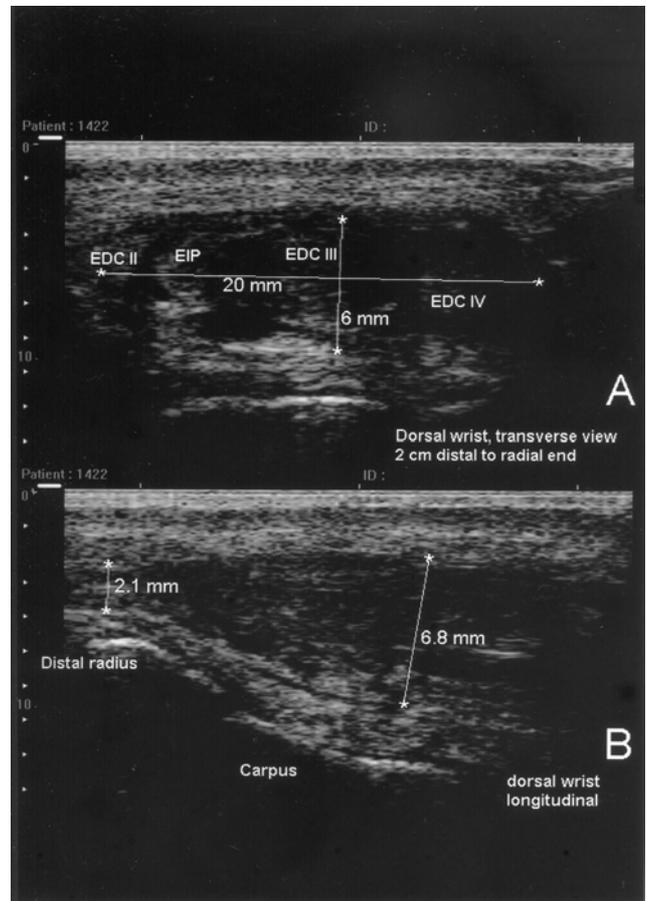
二號患者嚴重腫脹增粗之第四隔間伸肌肌腱群及其腱鞘。A. 橫切面超音波影像。B. 縱切面。超音波檢查時間在中風發病後約 5 個月。
